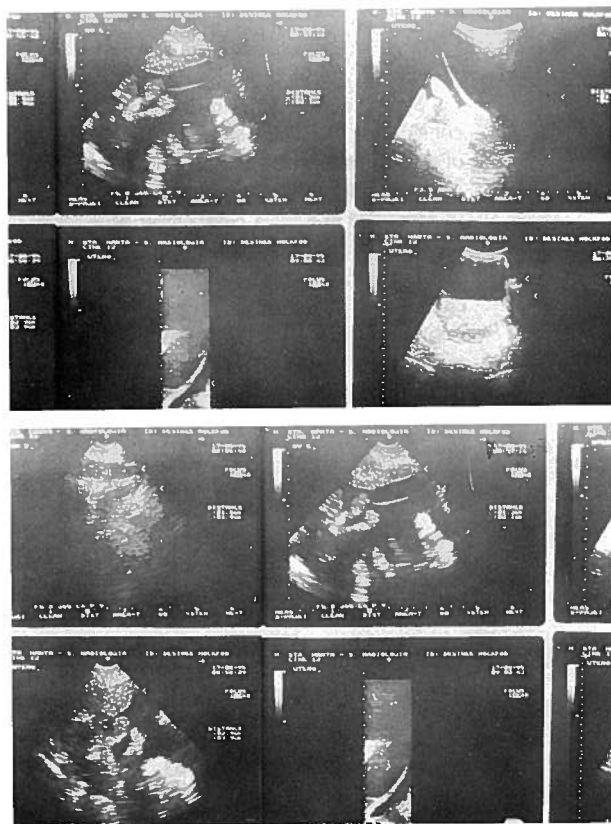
Ecografia pélvica mostrando útero de dimensões normais e ecoestrutura mantida e anexos com dimensões normais, sem lesões focais.
